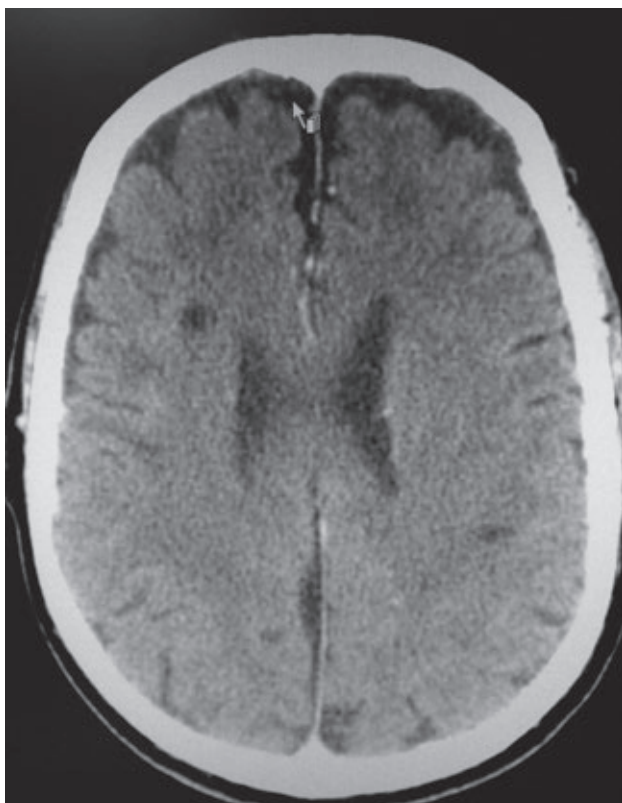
Tomografía computada de cráneo.
